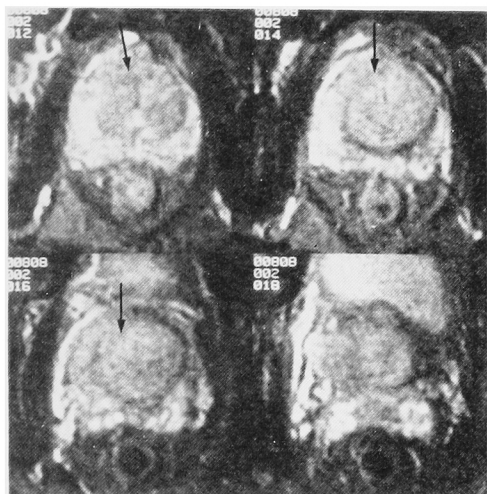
T2-weighted image of prostatic cancer. Internal gland and external gland are clearly visualized. Border between internal and external gland is destroyed partially (arrow).
